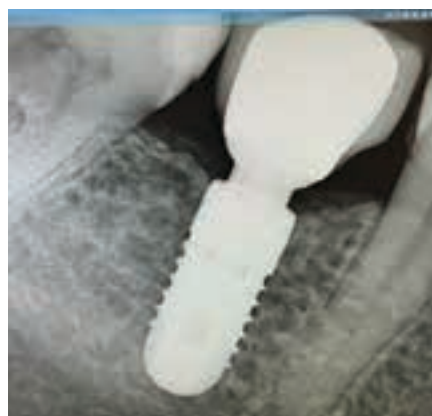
Внутривитовой рентгеновский снимок имплантата 3.6 через год после протезирования
